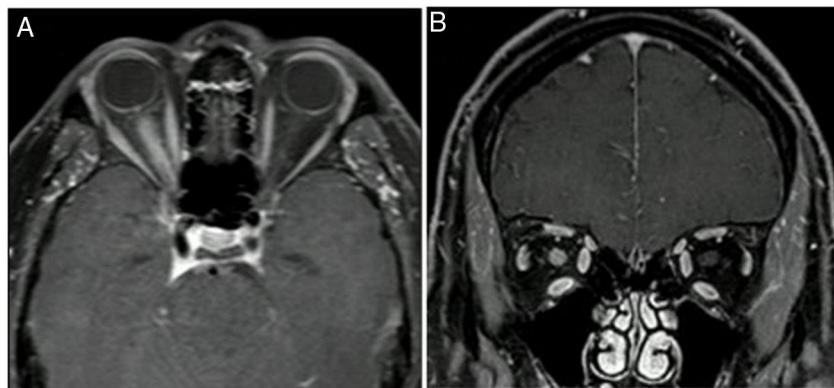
Neuritis óptica derecha longitudinalmente extensa. Resonancia magnética con gadolinio que muestra extenso realce del nervio óptico derecho en corte axial (A) y corte coronal (B).
